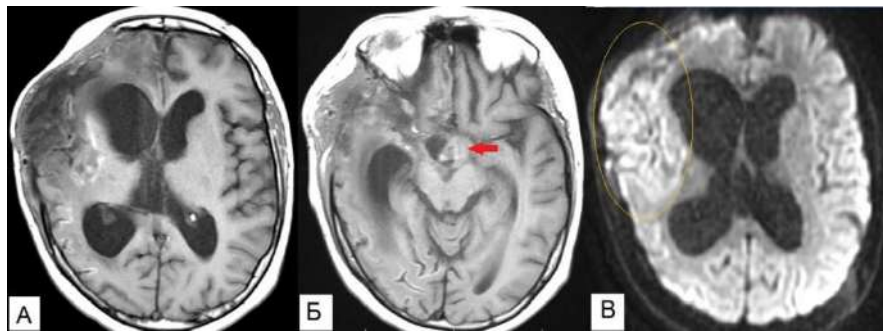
Контрольная МРТ пациентки перед выпиской. Красной стрелкой отмечен остаток опухоли. Желтым цветом выделена зона последствий ишемии в бассейне правой СМА. А, Б - аксиальный срез, режим T1; В - аксиальный срез, режим DWI.
